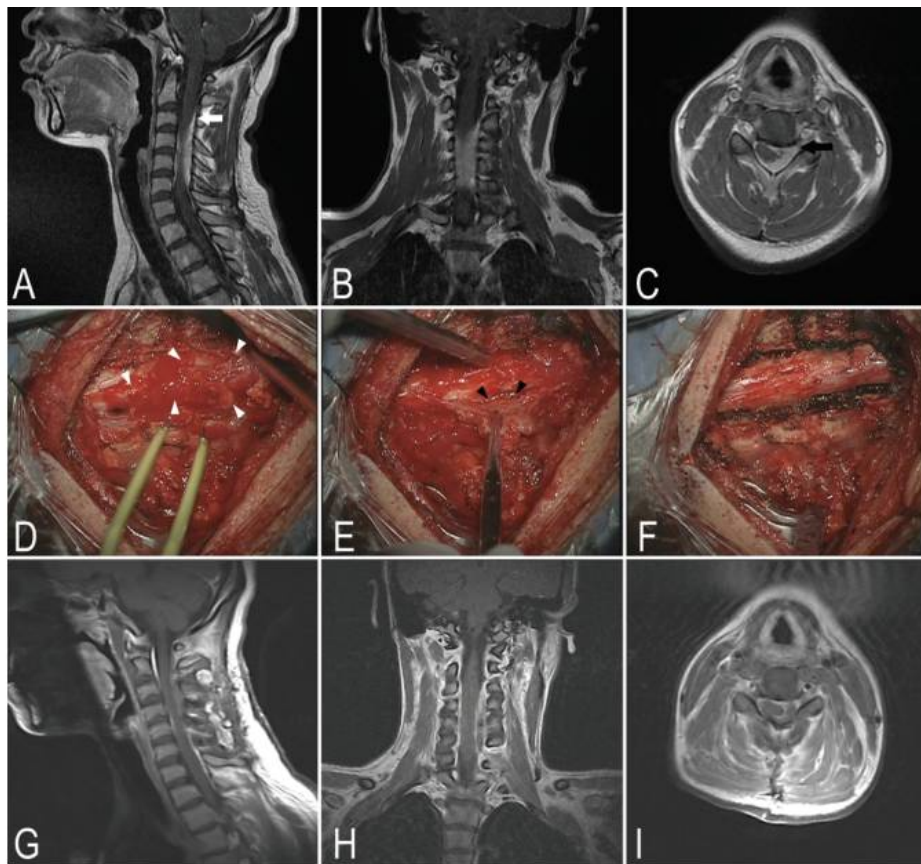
Case 11. A–C: Preoperative sagittal (A), coronal (B), and axial (C) T1-weighted MR images with Gd, demonstrating an extradural sheetlike lesion with marked enhancement at the C3–6 level, arising from the lateral side of the thecal sac and extending dorsally and ventrally to compress the cord with the appearance of dural tail sign (*white arrow*) and involving the neural foramen (*black arrow*). D–F: Intraoperative photographs revealing an ill-defined, sheetlike, highly vascular, yellowish mass (D and E) covering the surface of the dura (*white arrowheads*) and spreading laterally to the spinal cord (*black arrowheads*) with achievement of subtotal removal (F). G–I: Postoperative sagittal (A), coronal (B), and axial (C) T1-weighted MR images with Gd, revealing STR of the tumor and a small remnant of the lesion on the ventral side of the spinal cord.
